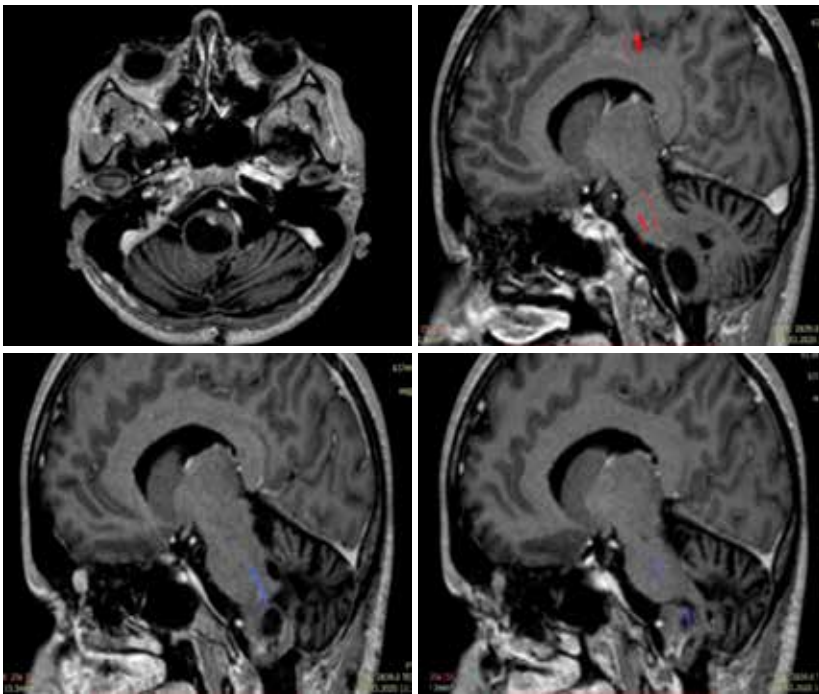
МРТ-трактографія кортико-спінальних трактів (18.03.2020): правий (позначено червоним кольором) кортико-спінальний тракт починається широким пучком від кори медіальніше ближче до середньої лінії, візуалізується до рівня пухлини, де обривається; лівий кортико-спінальний тракт (позначено темно-фіолетовим кольором) починається від кори (постцентральної звивини) латерально, стоншується на рівні пухлини, візуалізується по контуру кісти ліворуч та губиться у солідній частині компонента, розташованого ліворуч від кісти
